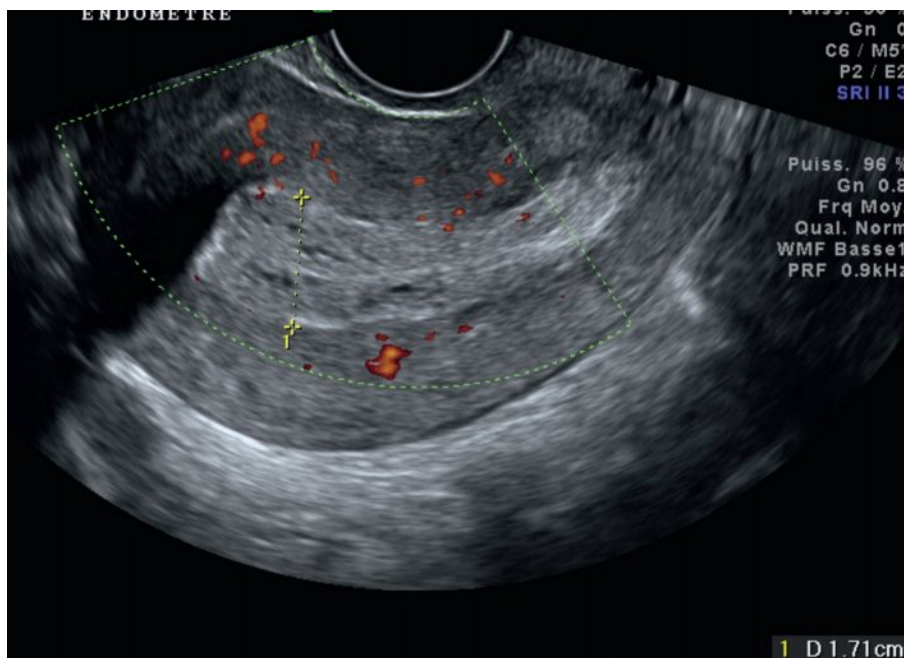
Utérus dans le plan sagittal médian en mode Doppler énergie.
